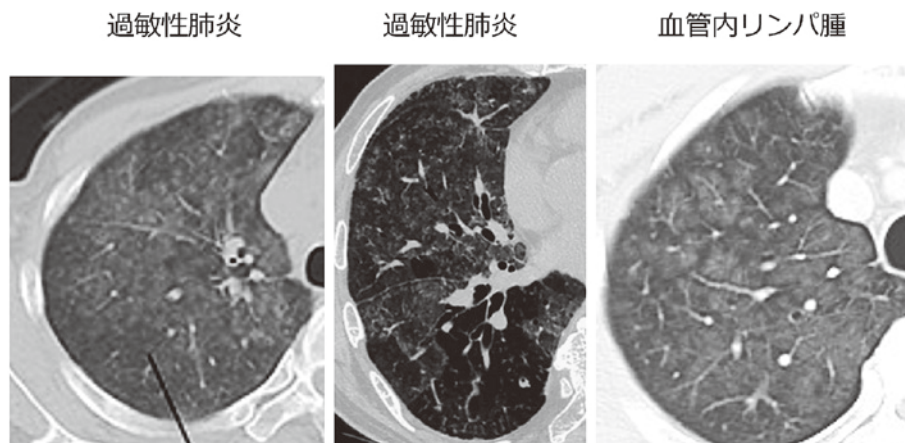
血管内リンパ腫と過敏性肺炎の CT 所見
